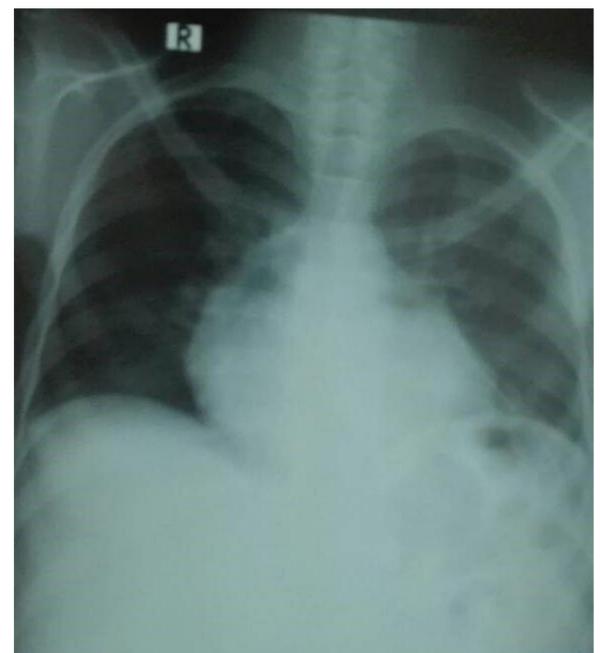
Radiographie du thorax montrant une régression complète de la pleurésie gauche
